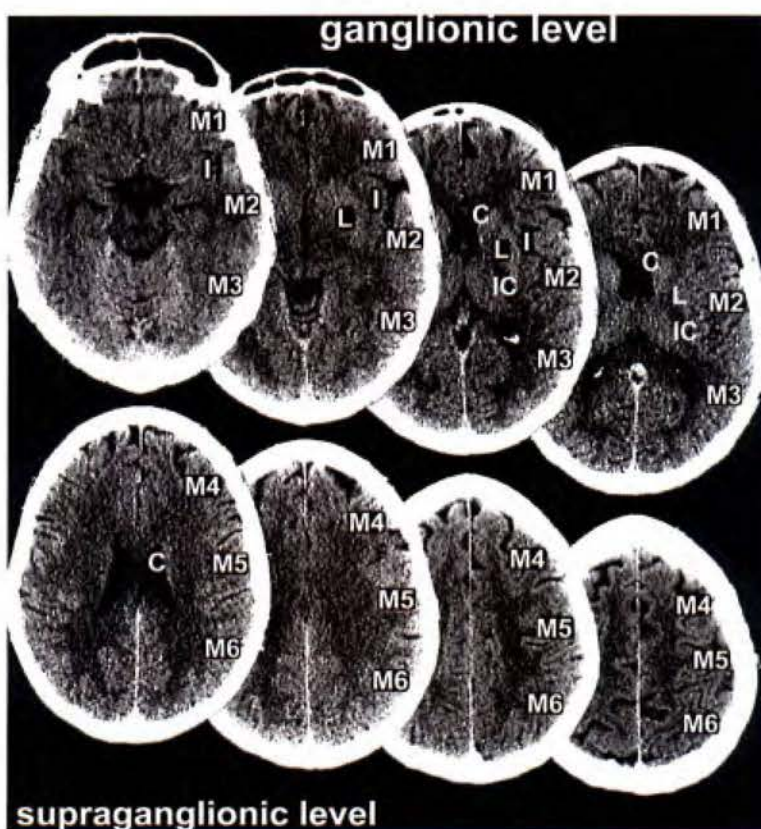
Sistema de evaluación ASPECTS (28).
